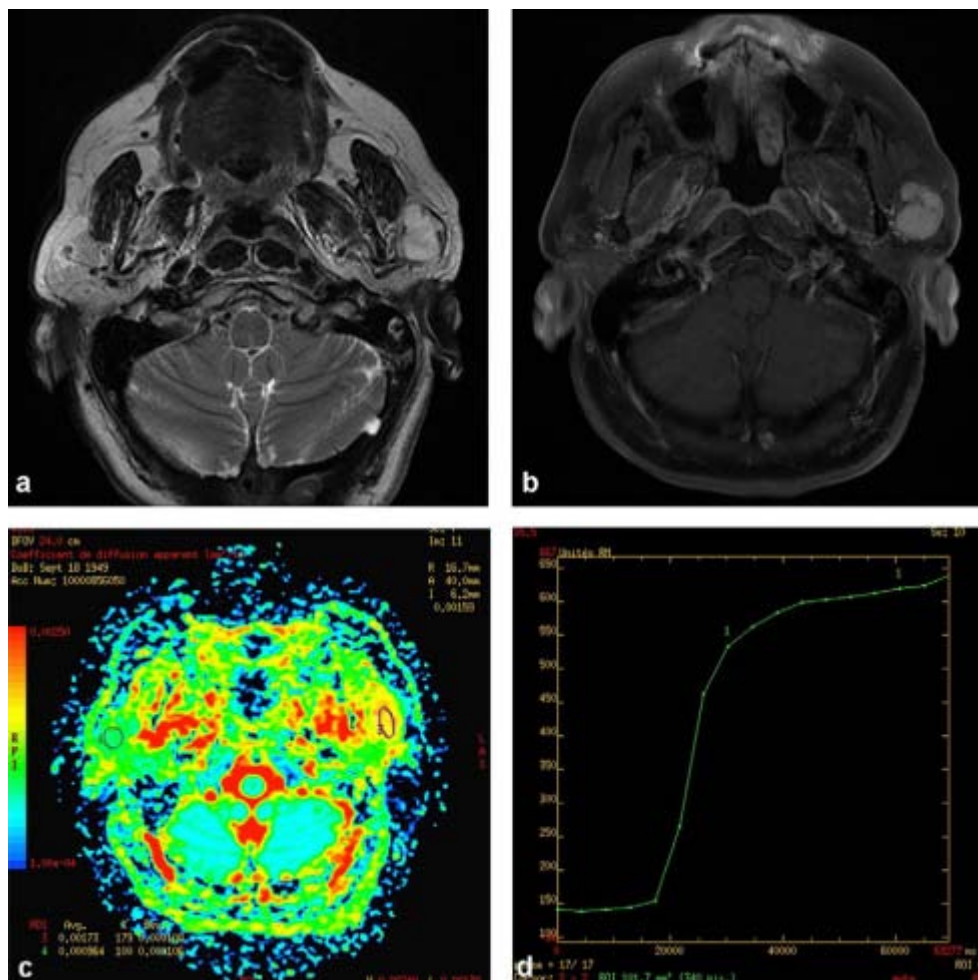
Adénome pléomorphe : IRM parotidien montrant une formation tissulaire de la portion superficielle de la parotide gauche mesurant 35 mm : a : coupe axiale T2 : lésion en hypersignal franc ; b : coupe axiale T1 avec injection de gadolinium et saturation du signal de la graisse : prise de contraste intense ; c : cartographie de coefficient de diffusion apparent: rCDA = 1,7 ; d : courbe de perfusion montrant un rehaussement intense avec un plateau ascendant(32)
